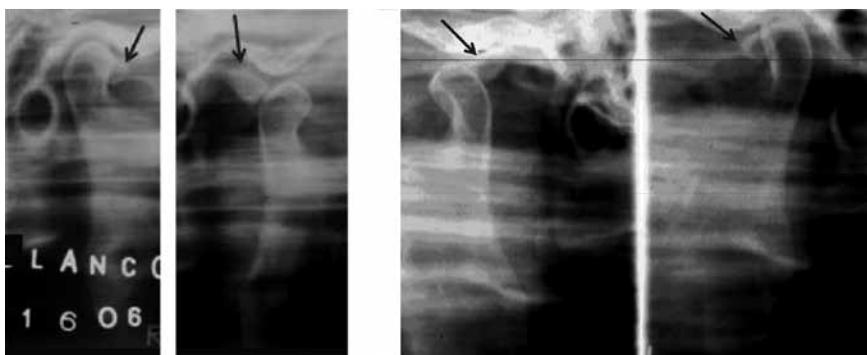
Tomografía convencional mostrando "cuerpos extraños".
